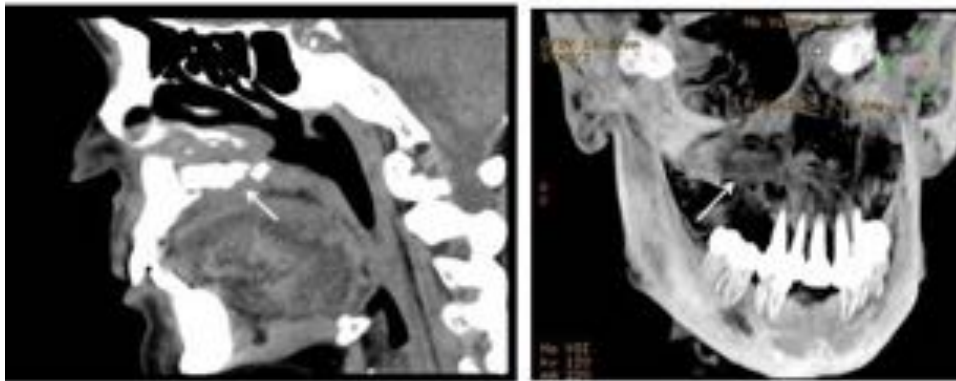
TAC reconstrucciones. Osteonecrosis, en tratamiento con bifosfonatos (flechas).
